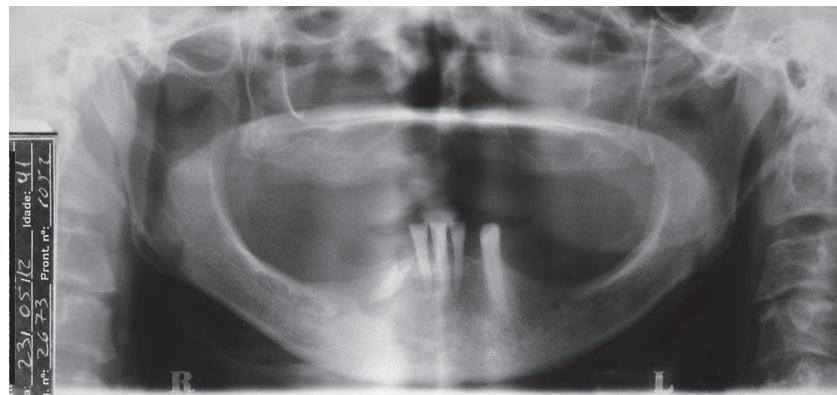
Panoramic radiograph showing bilateral elongation of the styloid processes.
